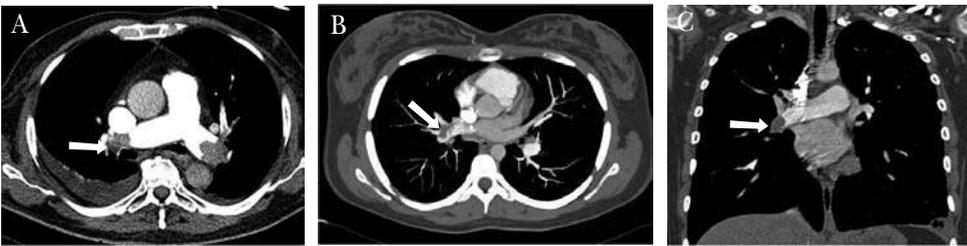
Tomografía computarizada con contraste en un paciente con embolismo pulmonar. A) Corte axial a nivel de las arterias pulmonares principales en donde se detectan defectos de repleción bilaterales debidos a trombos (flecha). B) Reconstrucción MIP, se observa el trombo en la arteria pulmonar derecha (flecha). Reconstrucción coronal muestra el trombo intra-arterial (flecha).
